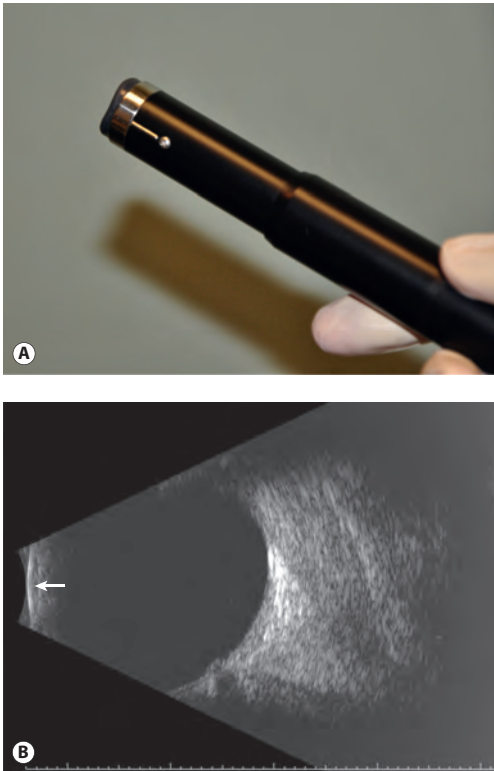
Датчик для УЗИ в В-режиме (А). Белая линия по краю датчика служит для обозначения верха В-скана (верхней части монитора). Верхушка датчика соответствует белой линии в левой части монитора (В; стрелка). Эхо-сигнал справа от этой линии отображает структуры глаза и глазницы. Чем правее на мониторе, тем дальше от датчика находится соответствующая структура. (Цит. по: Ellex Innovative Imaging, Миннеаполис, Миннесота, США; с разрешения.)
